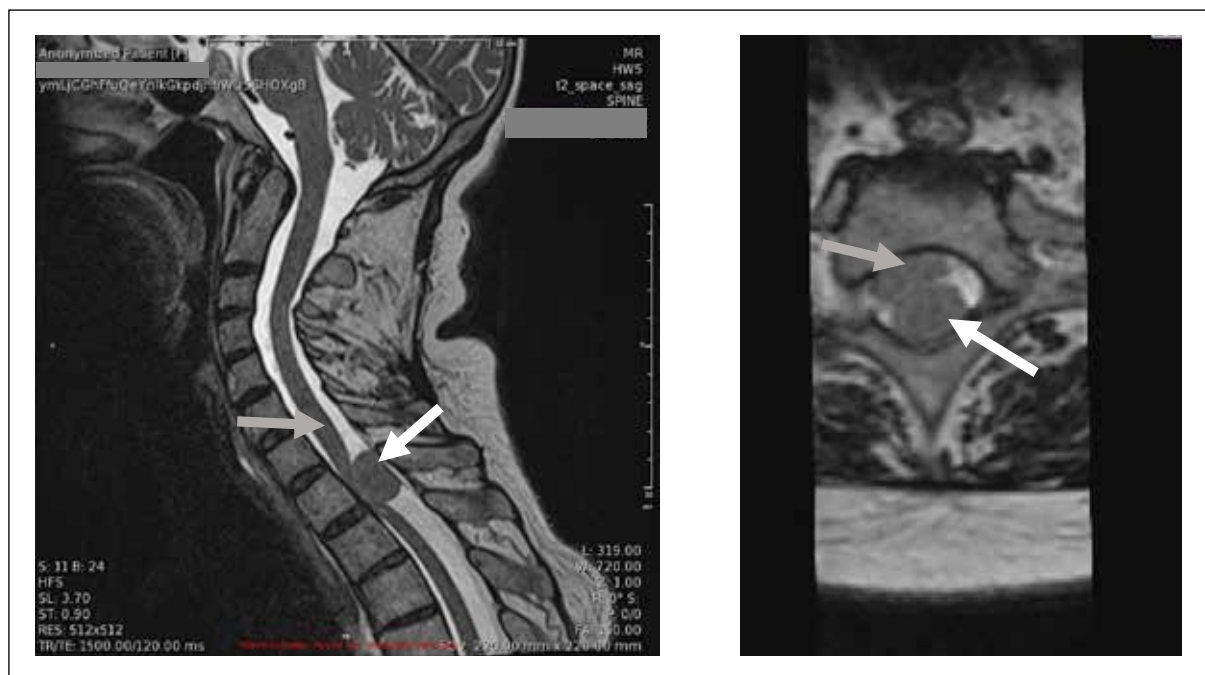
Patientin der Kasuistik 1: Präoperatives MRI Mitte Februar 2017 von parasagittal und transversal in T2-Wichtung im Bereich des spinalen Meningeoms. Der weisse Pfeil markiert jeweils den Tumor, der graue das Rückenmark.
